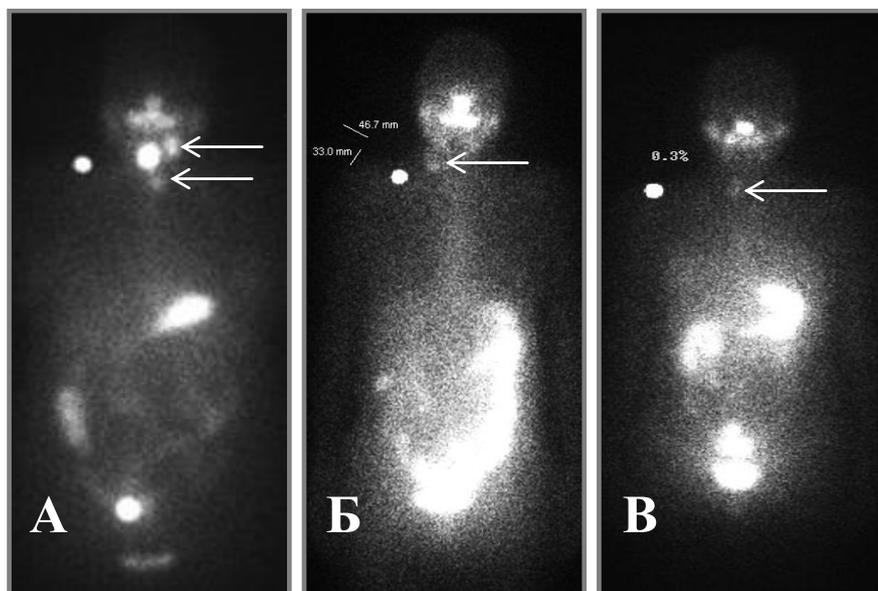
Примеры сцинтиграмм пациентов, отобранных для выполнения гибридного исследования. В проекции правой ключицы у всех пациентов – анатомический маркер. А – множественные очаги накопления радиометки, Б – очаг накопления расположен у правой латеральной линии шеи, В – неинтенсивный очаг накопления в ложе ЩЖ у пациента после второго курса РИТ.
